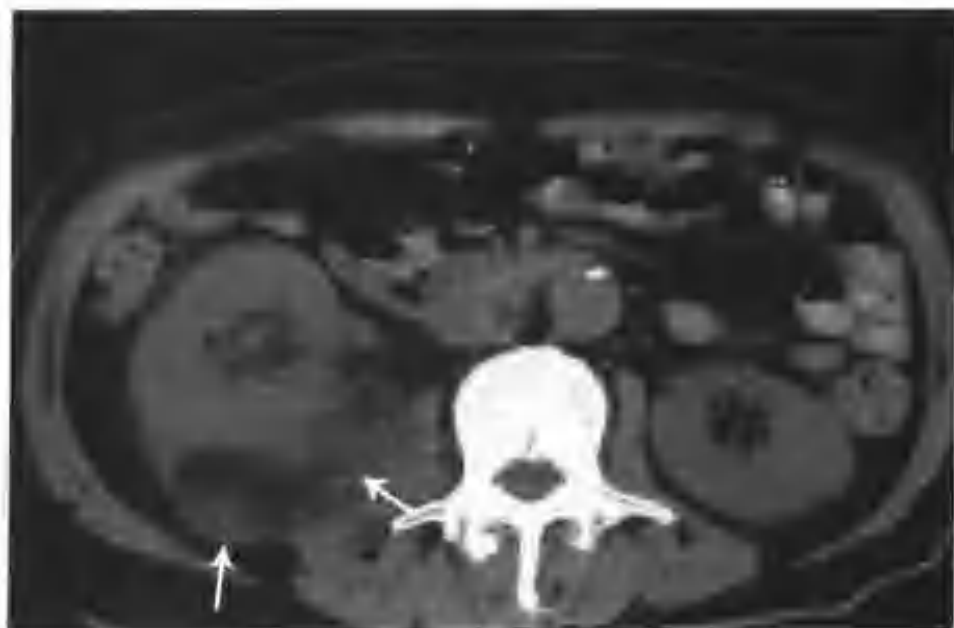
与图 4-2-127 为同一病例，CT 平扫不同层面示肾周脂肪间隙消失，肾筋膜、患侧腰大肌明显增厚（箭头）
